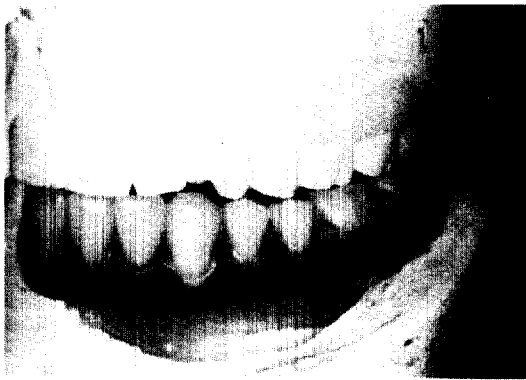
Diagnostic waxing up for radiographic and surgical stent.
